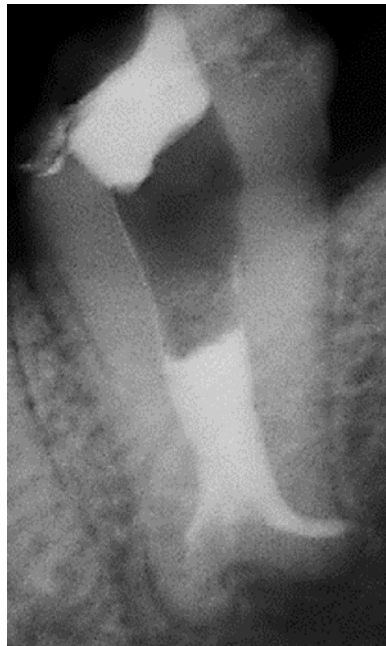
Radiographie rétroalvéolaire d'une 37 taurodontique présentant des courbures apicales (145).
